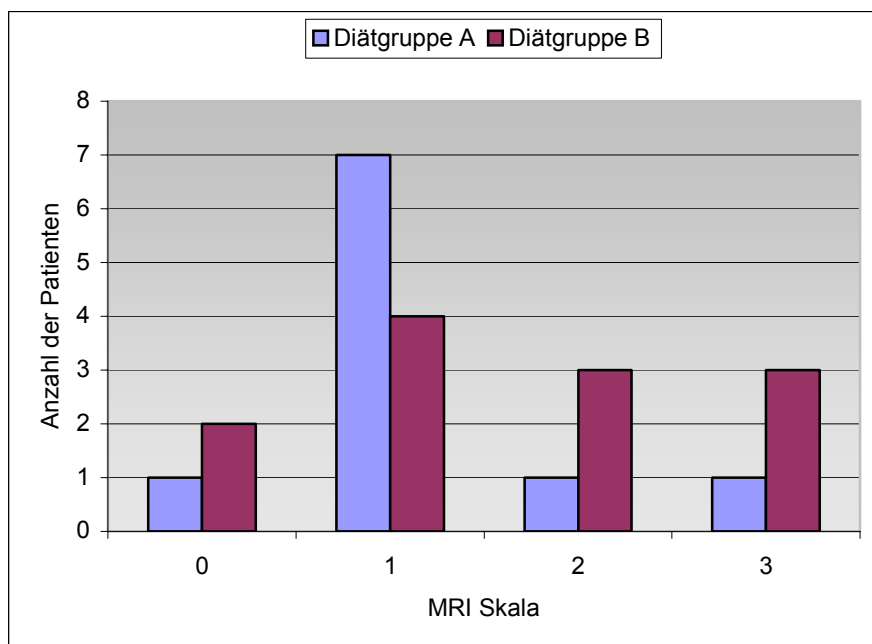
Effekte der Diät auf den cerebralen Cortex (MRI)
